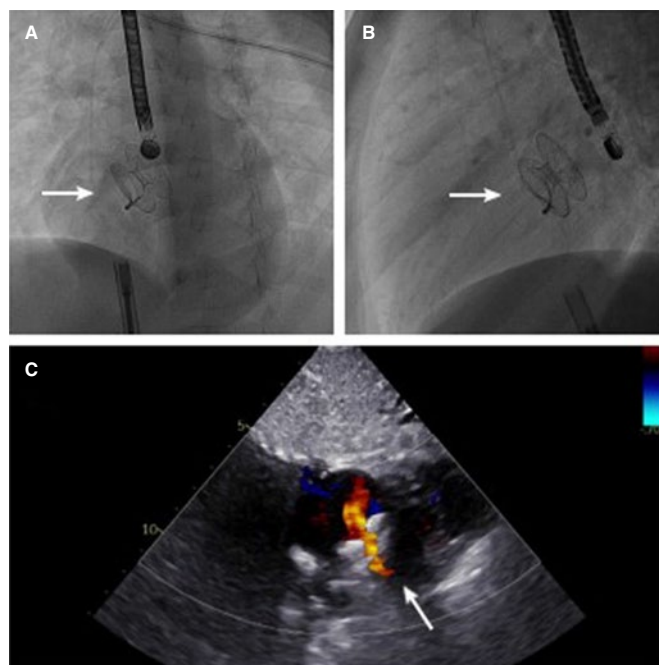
A y B: imágenes fluoroscópicas en proyecciones oblicua anterior izquierda (A) y lateral (B) del dispositivo regulador de flujo auricular (AFR) colocado en su ubicación final en el septo interauricular (flecha blanca). C: imagen ecocardiográfica Doppler-color transtorácica en plano subcostal del AFR (flecha blanca).
